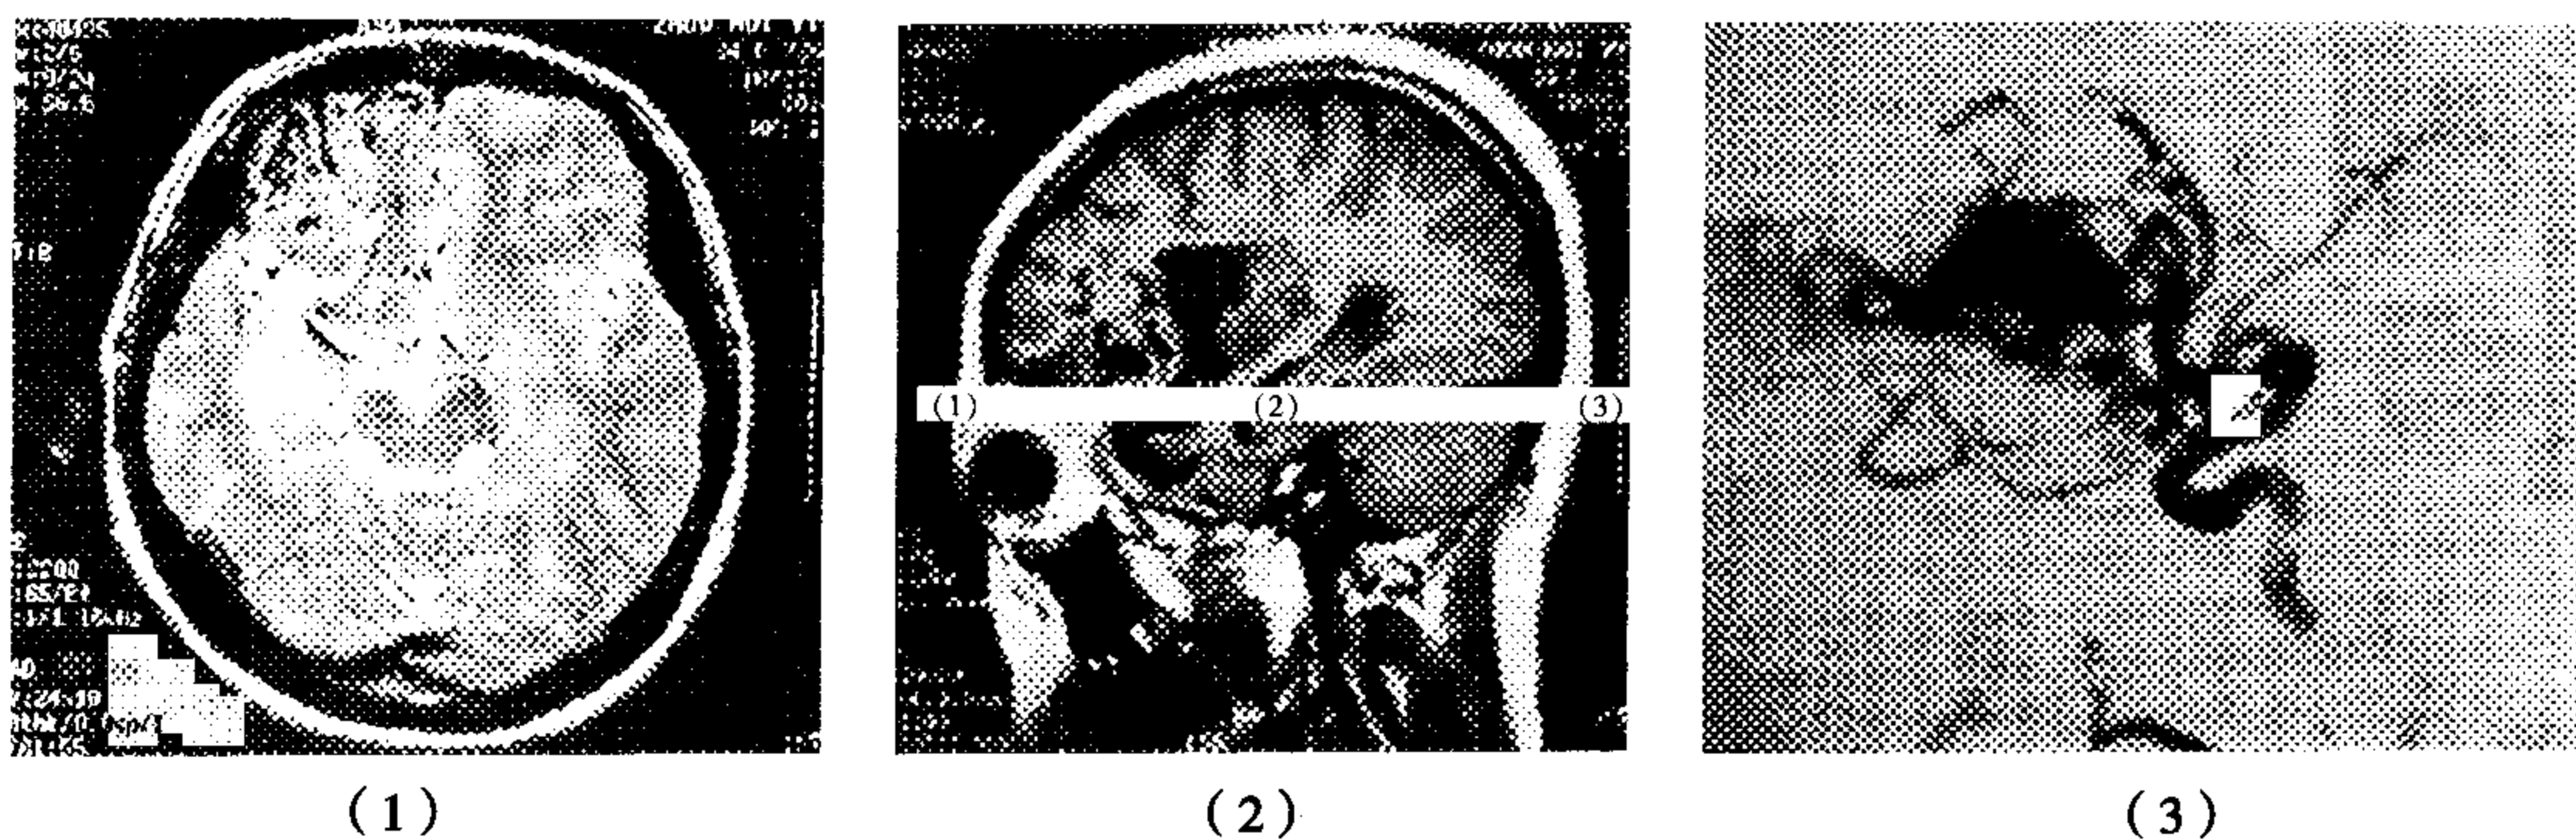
颅内动静脉畸形的头部 MRI 及动脉造影图像
